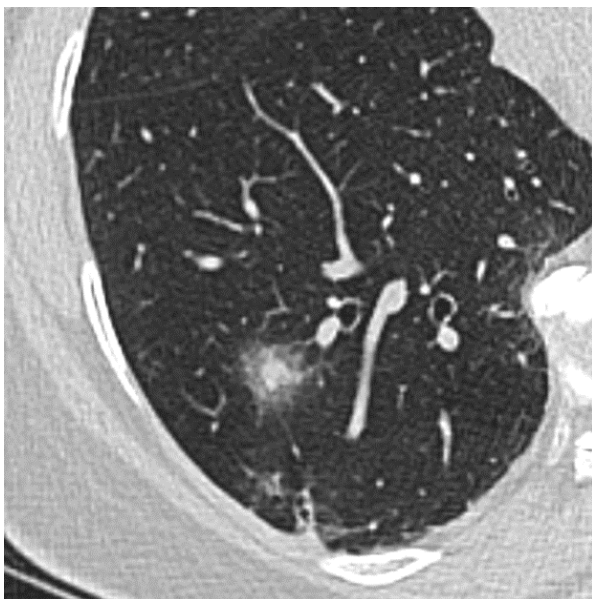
72 yaşındaki erkek olguda uçak yolculuğu ile gerçekleştirilen Umre seyahati dönüşü başlayan boğaz ağrısı şikayetiyle yapılan RT-PCR testi sonucu pozitif geldi. Çekilen BT'de buzlu cam alanı içerisinde izlenen hava kabarcığı bulgusu dikkati çekti.
